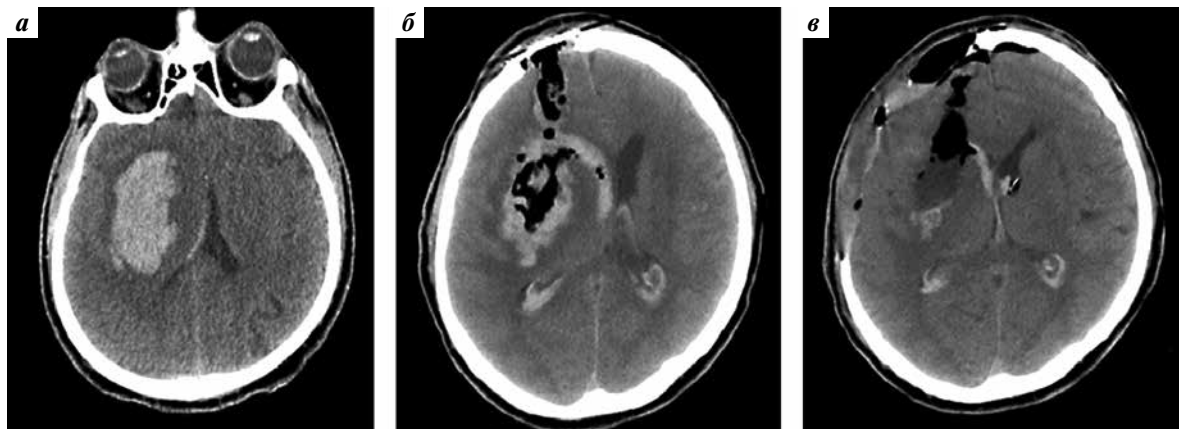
Компьютерная томография головного мозга пациента с вторичной декомпрессивной трепанацией черепа: а – до операции; объем гематомы 34 см³, поперечная дислокация на 4 мм; б – после эндоскопической аспирации гематомы; объем остаточной гематомы 11 см³, поперечная дислокация на 7 мм, отек правого полушария головного мозга; в – после вторичной трепанации; объем остаточной гематомы 5 см³, поперечная дислокация на 2 мм, пролабирование вещества головного мозга в трепанационный дефект черепа
